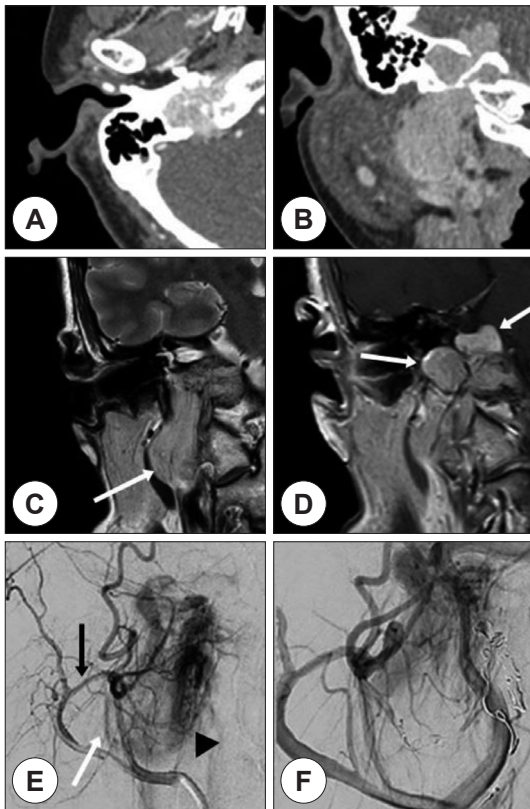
Radiologic examination and embolization procedure images. A, B : In temporal bone CT, From right carotid space and jugular foramen to right CP angle area, extensive enhancing mass was observed. Bone erosion of jugular foramen and carotid canal were prominent, and petrous portion of temporal bone erosion or destruction was also observed. C, D : In temporal bone MRI, About 5.7 cm sized T2 high, T1 low SI enhancing mass was observed from right jugular foramen to right CPA (white arrows). E, F : In angiography findings, Contrasted mass was observed at right jugular foramen (black arrow head) and Occipital artery (black arrow), Ascending pharyngeal artery (white arrow) are also observed. And then, pushable coil embolization was done.
